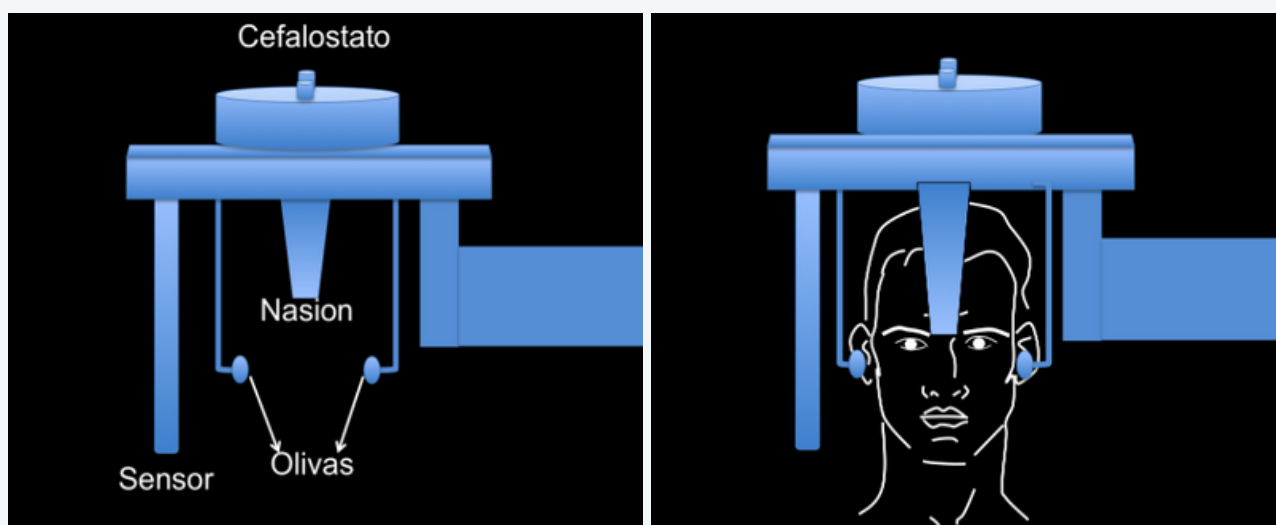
Detalhe do cefalostato e seus componentes: Olivas e Nasion. Paciente corretamente posicionado para execução de uma radiografia cefalométrica. elaborado pelo Prof. Sérgio LPC Lopes.
